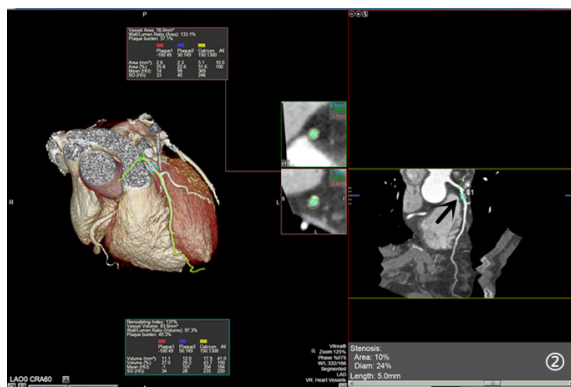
同一患者 640 层 CTA 提示左前降支可见一混合斑块
